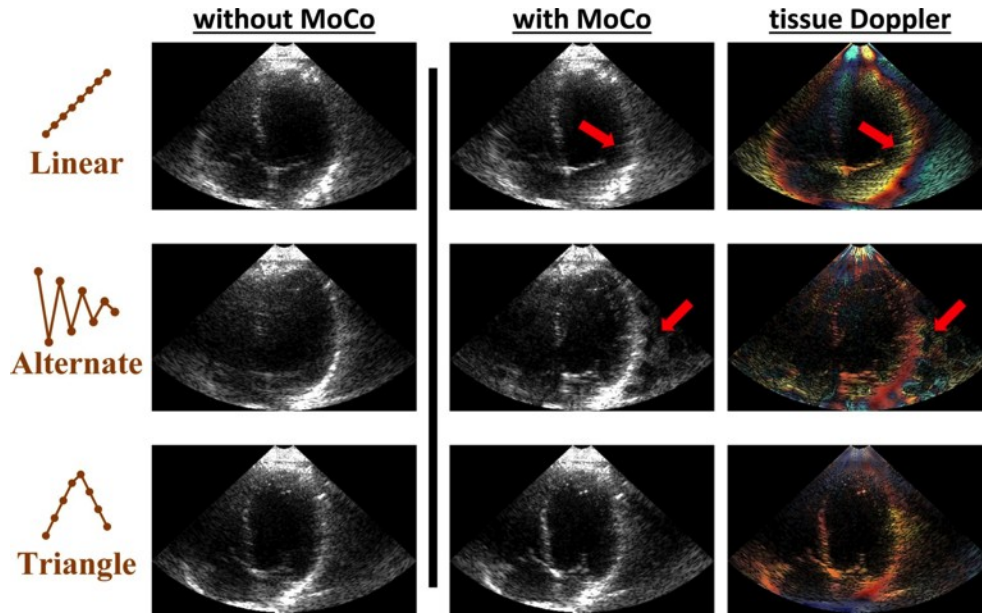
Motion-compensation for echocardiography of the left ventricle: effect of tilt sequence. The acquisition protocol was the same as in the previous figure (apical 4-chamber view, here at peak systole), except that linear and alternate sequences were also tested. The linear and triangle sequences induced artifacts in both B-mode images (2nd column) and tissue Doppler (rightmost column). The thick arrows indicate artifacts generated by the linear and alternate sequences.
